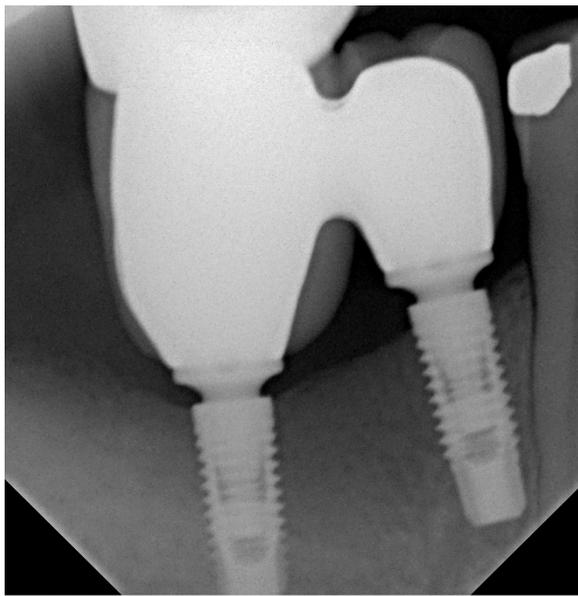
Radiografia final após a instalação das porcelanas da região dos implantes 45 e 46.
